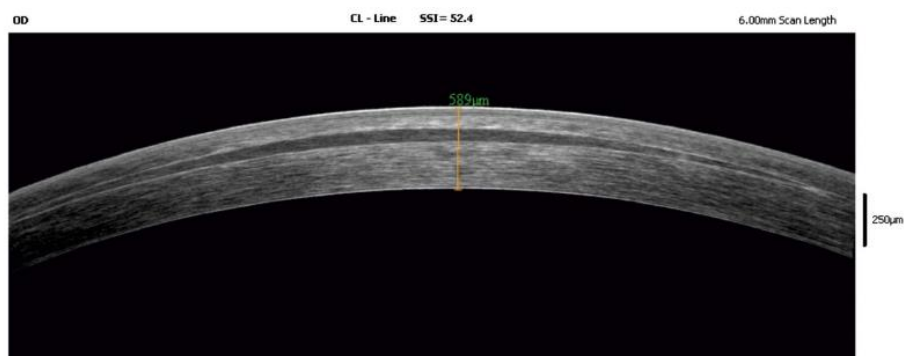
Tomografía de coherencia óptica de córnea tras un tratamiento de implantación lenticular en hipermetropía con un lentículo donante de un paciente intervenido con SMILE. Imagen obtenida de Ganesh et al.
